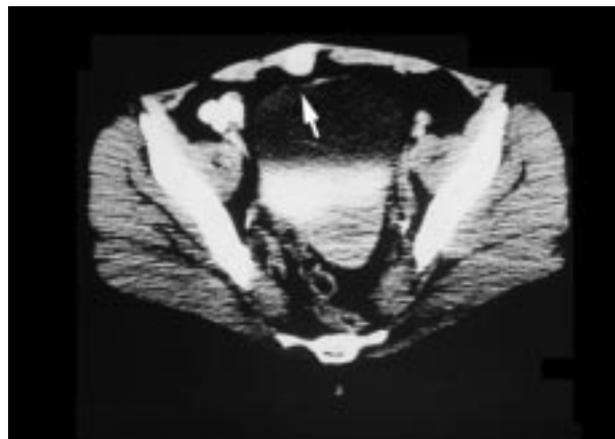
TC. Asimetría de músculos rectos abdominales.
